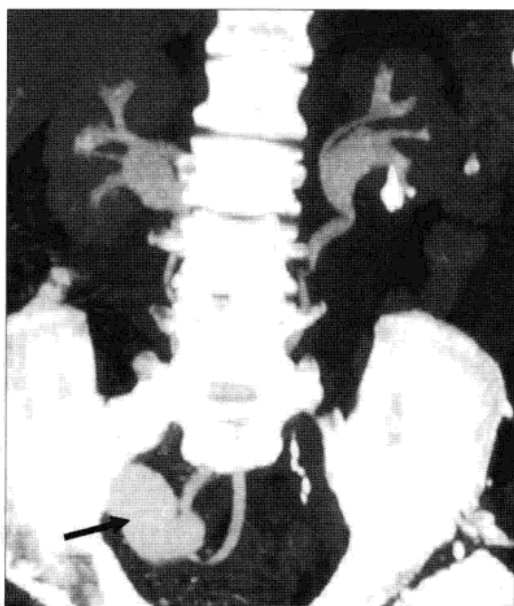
CT 尿路造影(厚层面冠状面, MIP)示输尿管与回肠环路的盲端吻合(箭头)。同时显示正常的输尿管及肾脏。(感谢 Prof. S K Morcos, Sheffield, UK. 供图)
